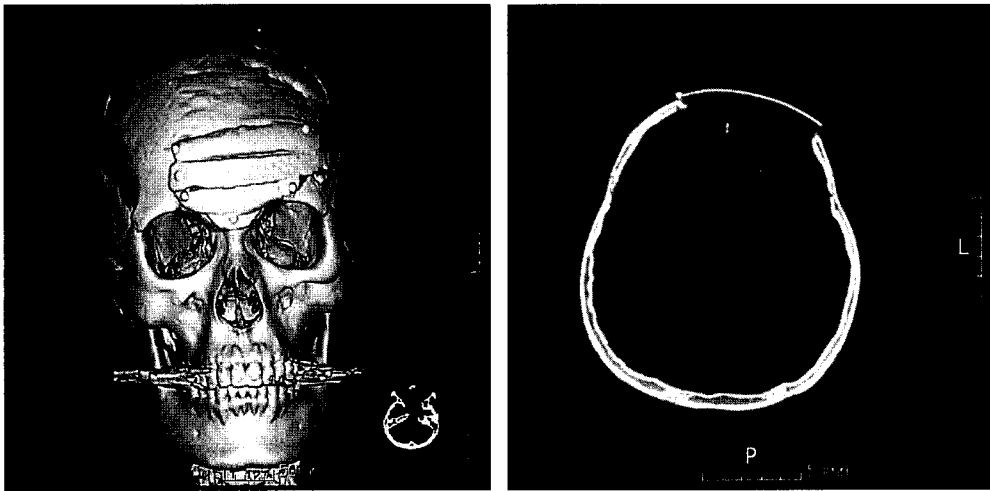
Postoperative CT image in December, 2005, two months after the operation. No recurrence of the tumor is noted, with well taken grafted bone.
